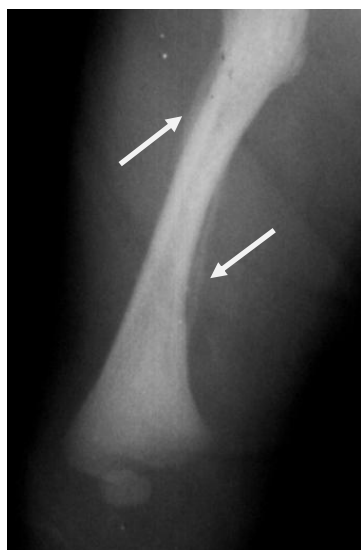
Эхограмма правой плечевой кости (а) ребенка в возрасте 15 дней (продольное сканирование). Утолщение кортикального слоя с неровностью контура и неоднородностью его структуры (указано стрелкой). Рентгенограмма правой плечевой кости (б) этого же ребенка. Утолщение кортикального слоя и сужение костно-мозгового канала (указано стрелками)
